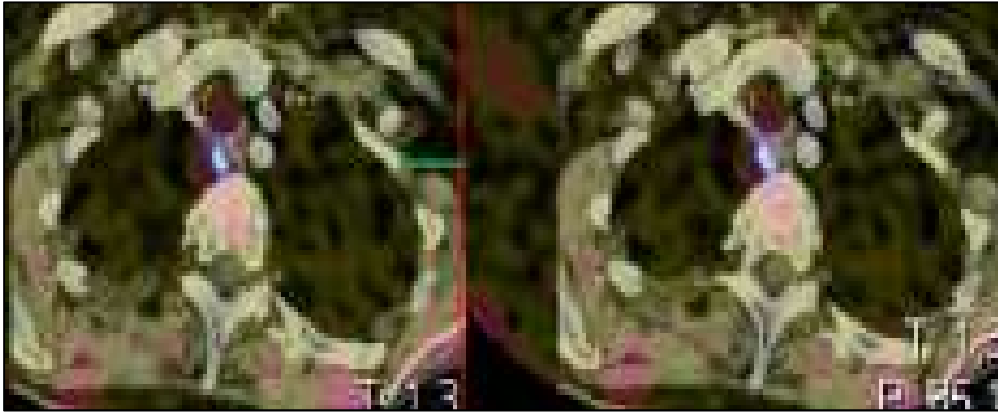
imagen de fusión SPECT/CT. Debido a su localización profunda, retro-traqueal y para-esofágica derecha, el adenoma claramente visible en estas imágenes no se visualizaba con gammagrafía planar ni con ecografía. La imagen de SPECT, sin embargo, mostró un intenso foco de hiper-captación que se pudo fusionar por software con un CT de tórax, que en este caso lleva contraste iv porque fue realizado días antes por sospecha de tromboembolismo pulmonar.
